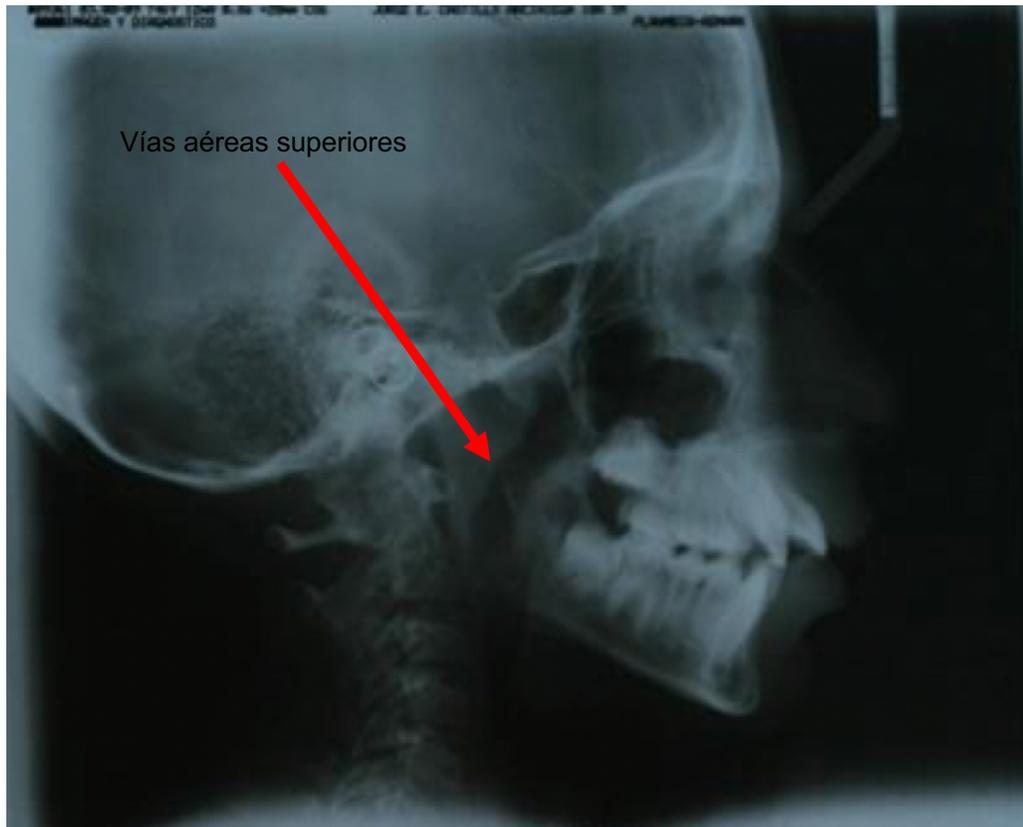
Radiografía lateral de cráneo de paciente con respiración oral.
